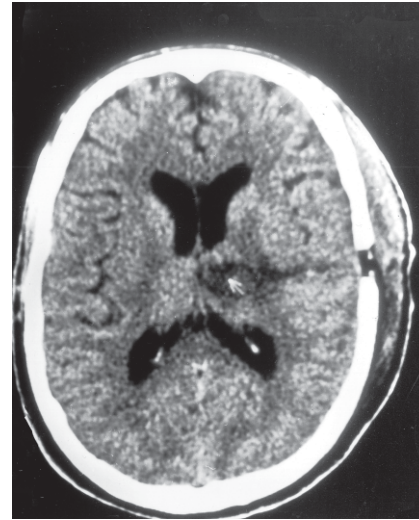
TC 15 dias após a correção cirúrgica mostrando colapamento do trajeto fistuloso.
